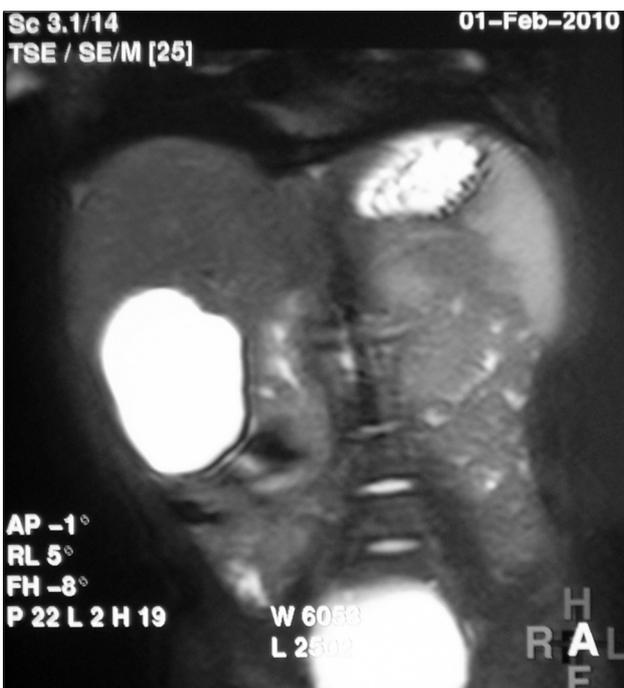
МР-томограмма больной К., 2 лет, на которой выявляются эхинококковые кисты печени и малого таза.
